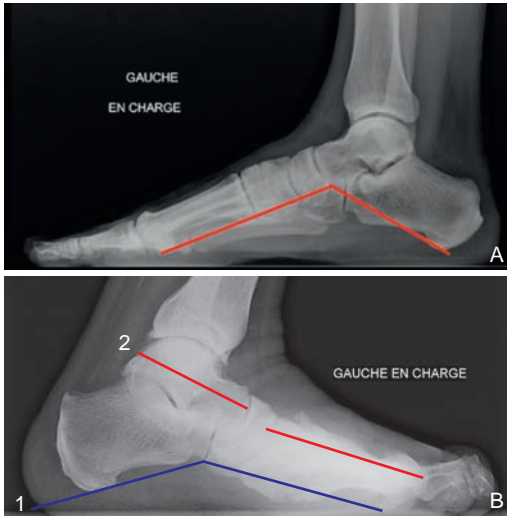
Radiographie de pied de profil montrant les principales mesures des pieds.
